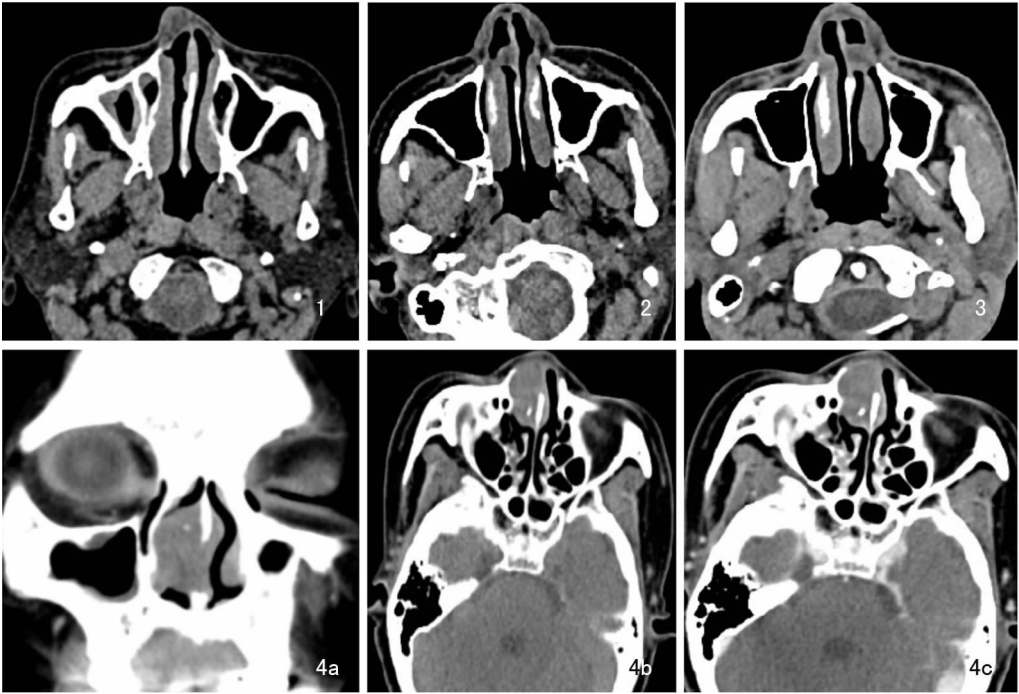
CT 水平位平扫示鼻根部椭圆形软组织密度肿块,边缘光滑,其内可见裂隙样低密度影 图 2 CT 水平位平扫示鼻中隔右侧可见一类圆形软组织密度肿块,其内密度不均匀,可见小囊变区 图 3 CT 水平位平扫示鼻中隔左侧可见一类圆形软组织密度肿块,其内可见裂隙样低密度影 图 4 同一病例影像学检查 4a:CT 冠状位平扫示鼻中隔右侧可见软组织密度影,其内可见钙化斑;4b:CT 水平位平扫示病灶压迫鼻腔外侧壁,周围骨质呈轻微压迫性骨质吸收;4c:CT 水平位增强扫描示病灶无明显强化,CT 值 51 HU
